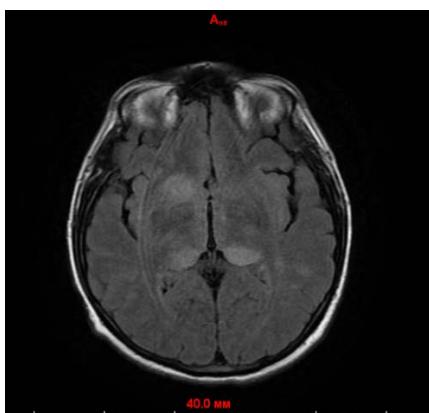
МРТ головного мозга от 16.09.2019 г. Сканер GE BRIVO MR355 1,5T. Режим T2. Множественные сливные фокусы гиперинтенсивного МР-сигнала перивентрикулярно, в области базальных ядер, в обеих ножках ствола мозга
